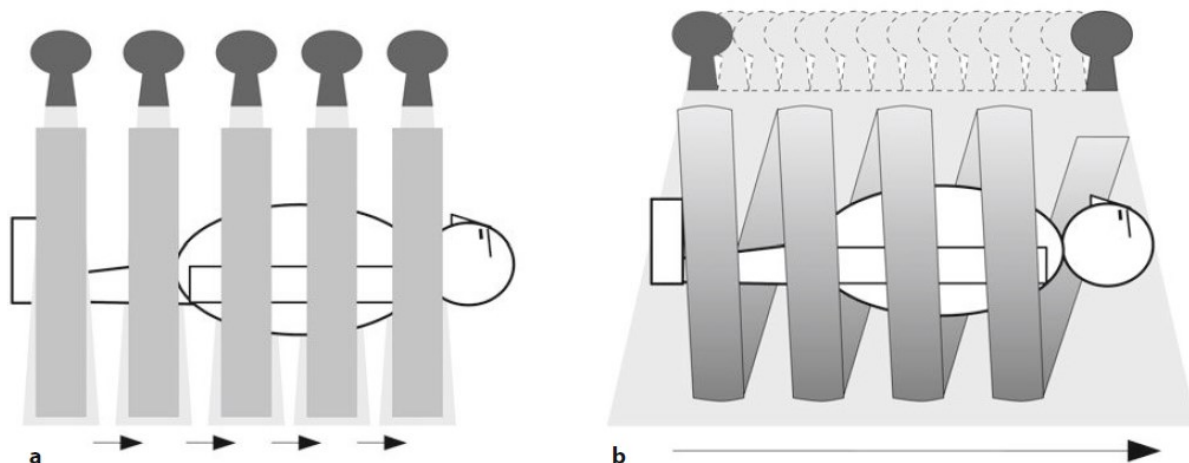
Confronto tra TC convenzionale con acquisizione sequenziale mediante tecnica *step-and-shoot* assiale e TC spirale con rotazione continua del complesso tubo-detettori accoppiata alla traslazione continua del lettino porta-paziente (tratto da ³).
